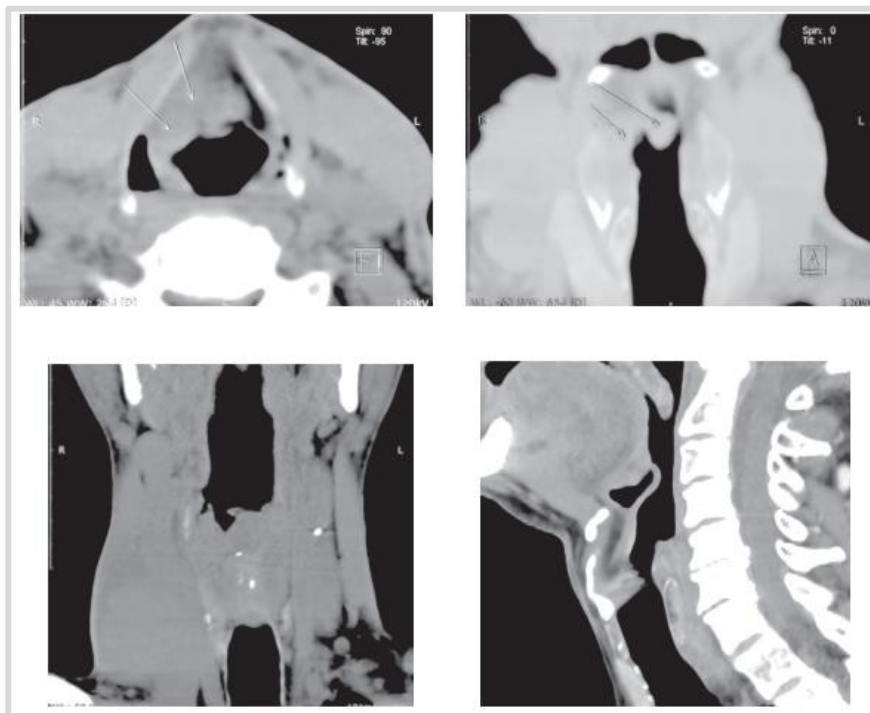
Tomografie computerizată laringiană.
